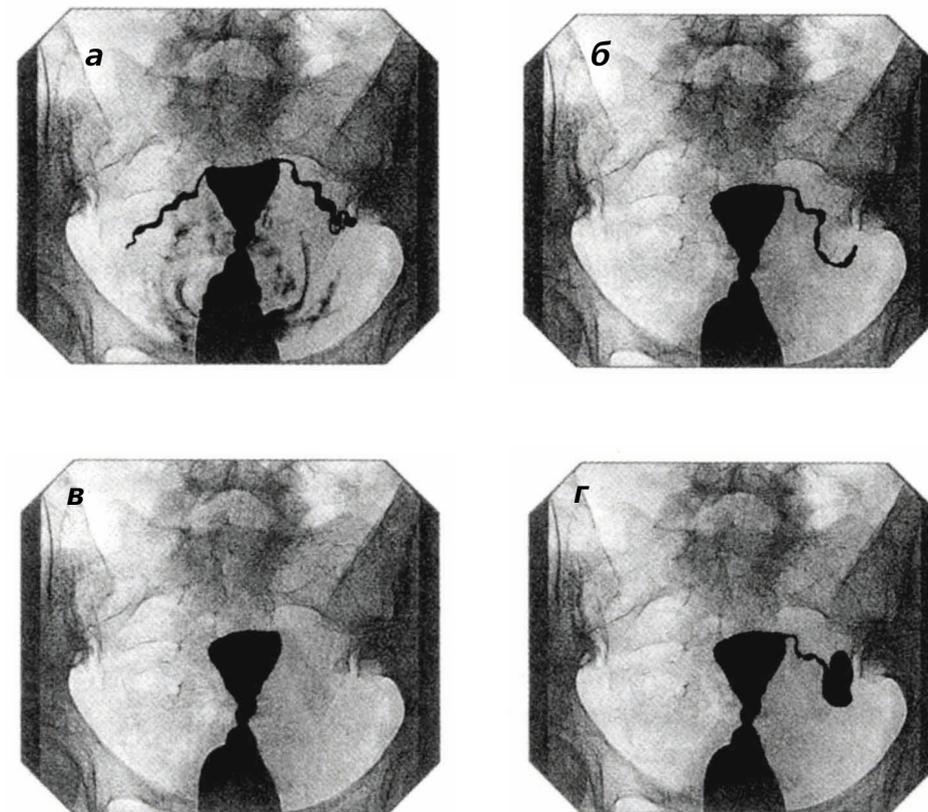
а – нормальная рентгенологическая картина матки и труб; б – правая труба не проходима в истмическом отделе, левая – в ампулярном; в – обе трубы не проходимы в интерстициальных отделах; г – правая труба отсутствует, левая не проходима – сактосальпинкс (труба в виде мешка)
